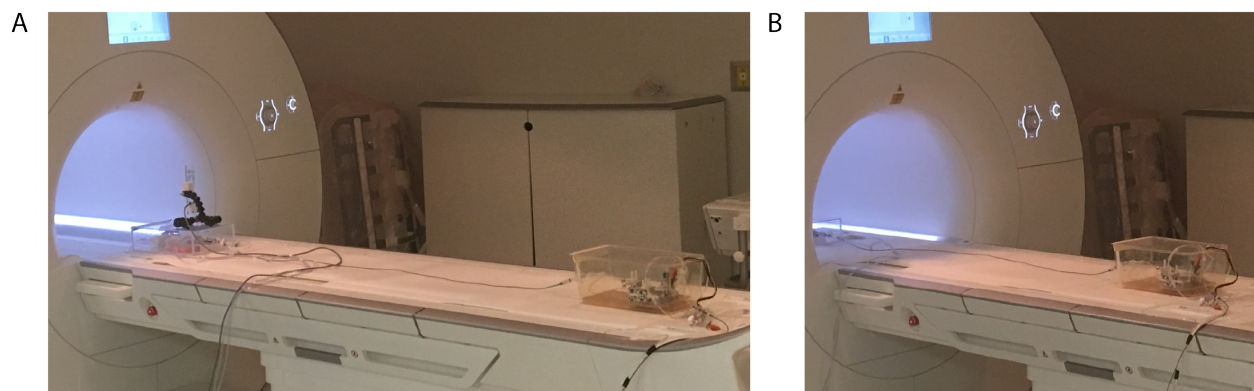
Montage expérimental de la NRM *in vitro*. (A) Le fantôme dans sa boîte et surmonté d'une caméra compatible IRM ainsi que l'injecteur de microbilles sont positionnés sur la table de l'IRM. (B) La table de l'IRM est déplacée à la position expérimentale.
